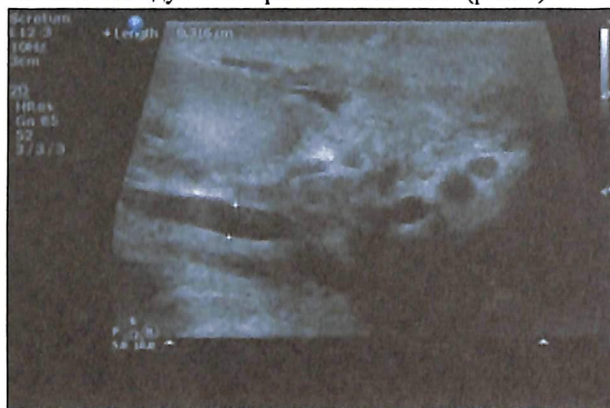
УЗИ мошонки при варикоцеле слева.
